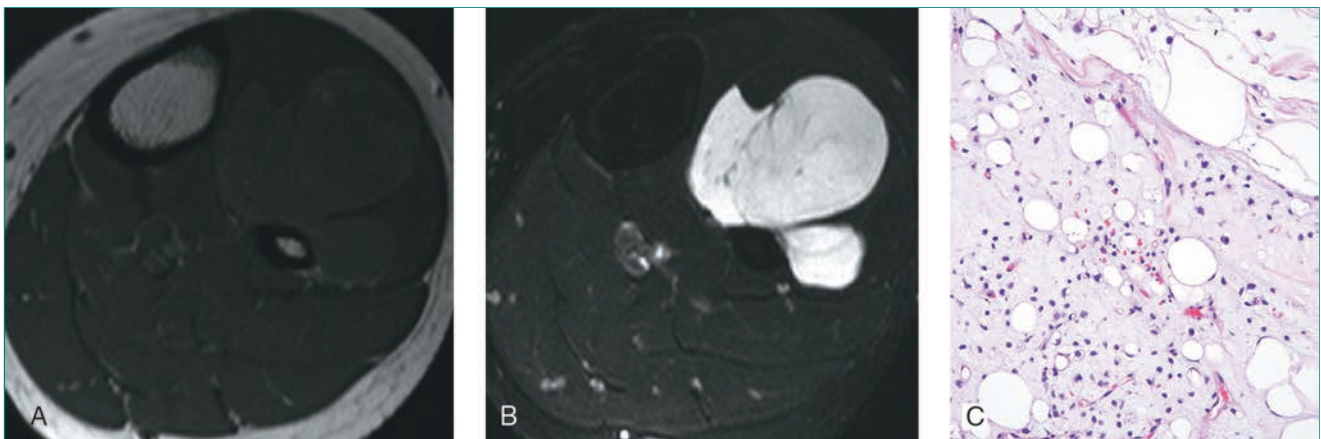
Liposarcoma mixoide de la pantorrilla izquierda de una mujer de 27 años de edad. Las secuencias de RM axial potenciada en T1 (A) y de la secuencia tau corta de recuperación de la inversión de la RM potenciada en T2 (B) muestran una lesión indeterminada que tiene una baja intensidad de señal en las imágenes potenciadas en T1 y una alta intensidad en las imágenes potenciadas en T2. No se observa implicación ósea, pero la masa está adyacente al peroné proximal. C, La imagen histológica revela lipoblastos (algunos con apariencia en anillo de sello), numerosos capilares y un estroma mixoide entre las células del tumor. No se aprecia ningún componente de células redondas.
